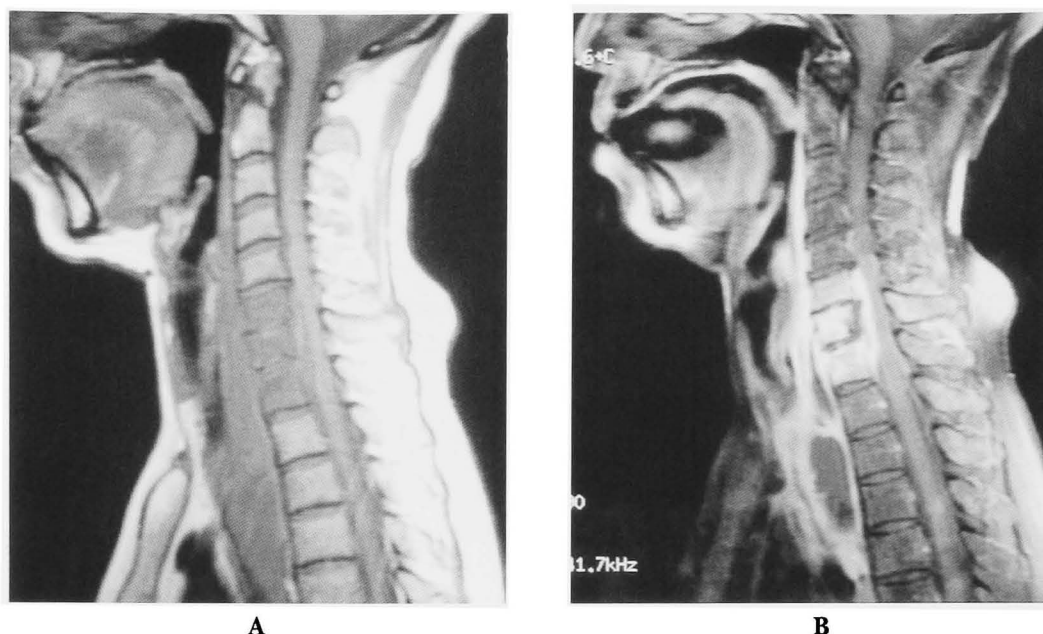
A: T1- weighted MR image showing low intensity change in C6-Th1 vertebra. B: T2- weighted and enhanced MR image showing high signal intensity in C6-Th1 vertebra.
